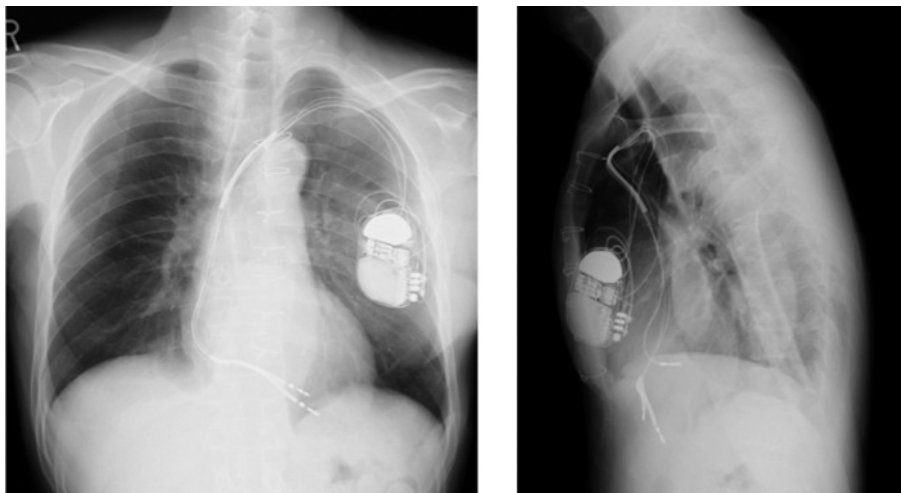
リード追加とICDジェネレーター交換術後の胸部X線像
